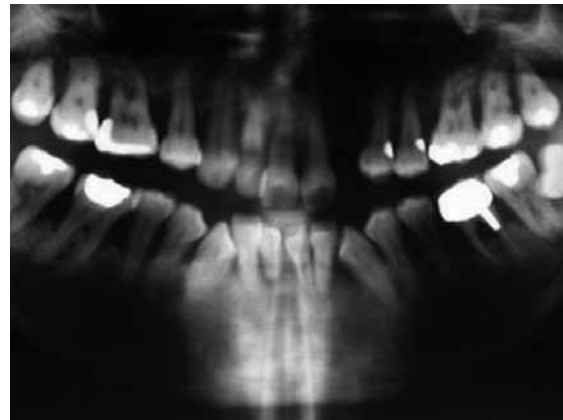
Januar 2005: Orthopantomogramm der Ausgangssituation
